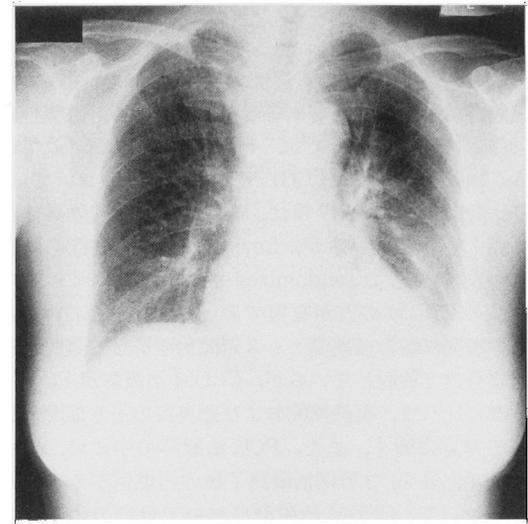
Chest X-ray film of case no. 2 on Jan. 5, 1990.
